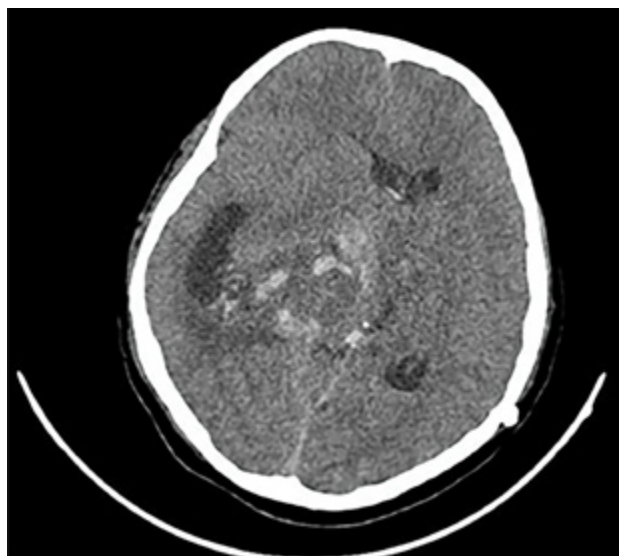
Imagen por Tomografía Cerebral computada donde se observa lesión ocupante de espacio intraventricular centroencefálica, con sangrado intratumoral y desvío de línea media.
